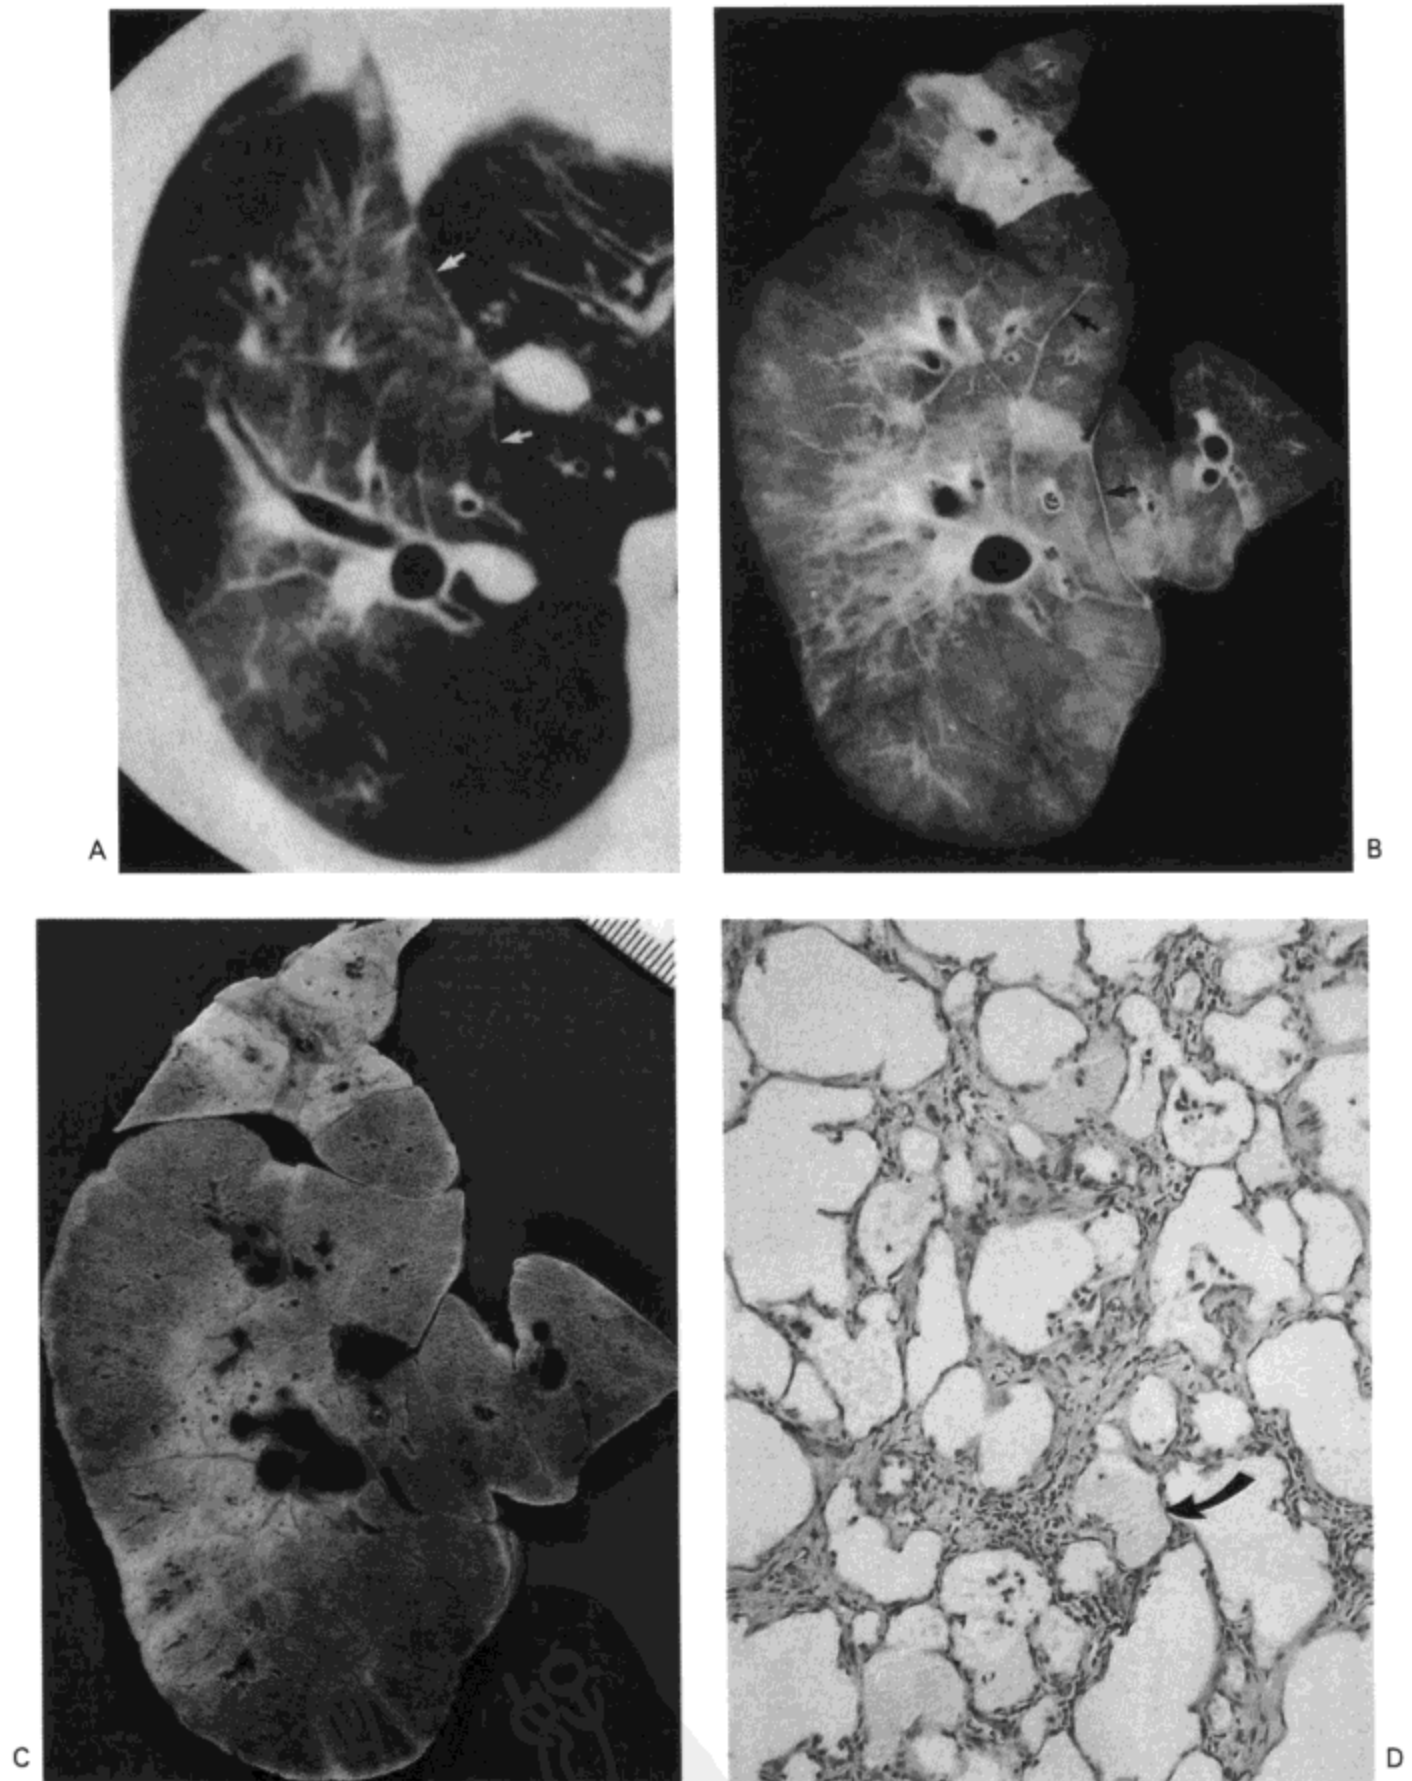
猪实验模型的放射性肺炎。A: 高分辨率 CT 影像显示磨砂玻璃影与小叶间隔平滑增厚 (箭号)。B: 尸检标本的接触 X 线照相示广泛的磨砂玻璃影与小叶间隔平滑增厚 (箭号)。C: 相应肺的切片示片状实变。D: 一个实变区的光镜显微照片示肺泡的水肿 (箭号) 与轻度间质纤维化。尸检标本取自 12.5 cGy 放射照射后的 16 周 (感谢日本 Otsh, Shiga 医科大学放射科的 Masashi Takahashi 医生提供。)
